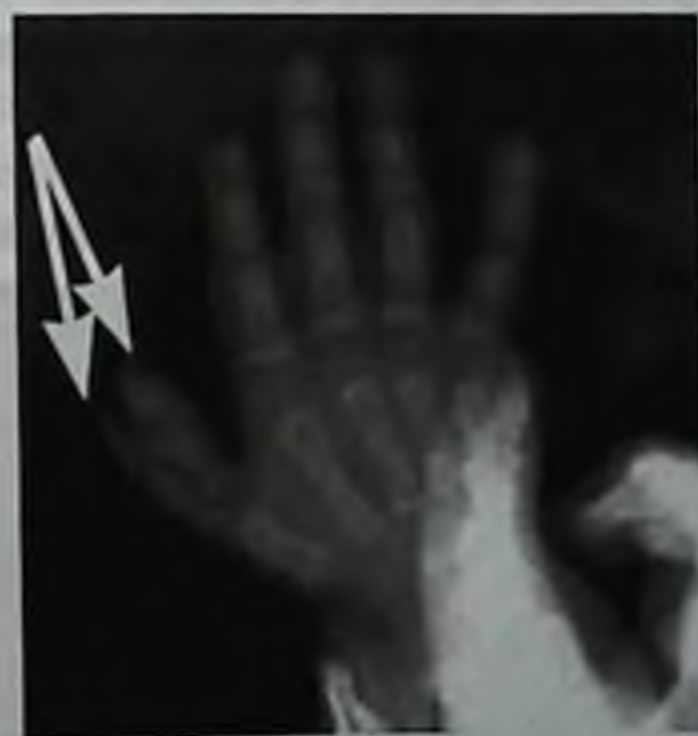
Полидактилия с дополнительной пястной костью, тип I (рентгенограмма)
